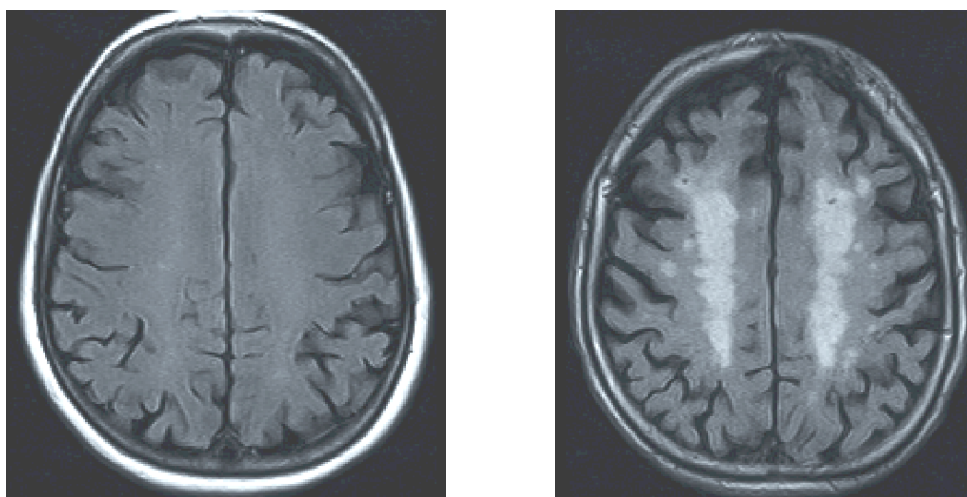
Esquerda, corte axial ponderado em FLAIR (*Fluid Attenuation Inversion Recovery*) demonstrando intensidade normal da substância branca dos hemisférios cerebrais. Direita, alteração de sinal compatível com microangiopatia isquêmica crônica.
